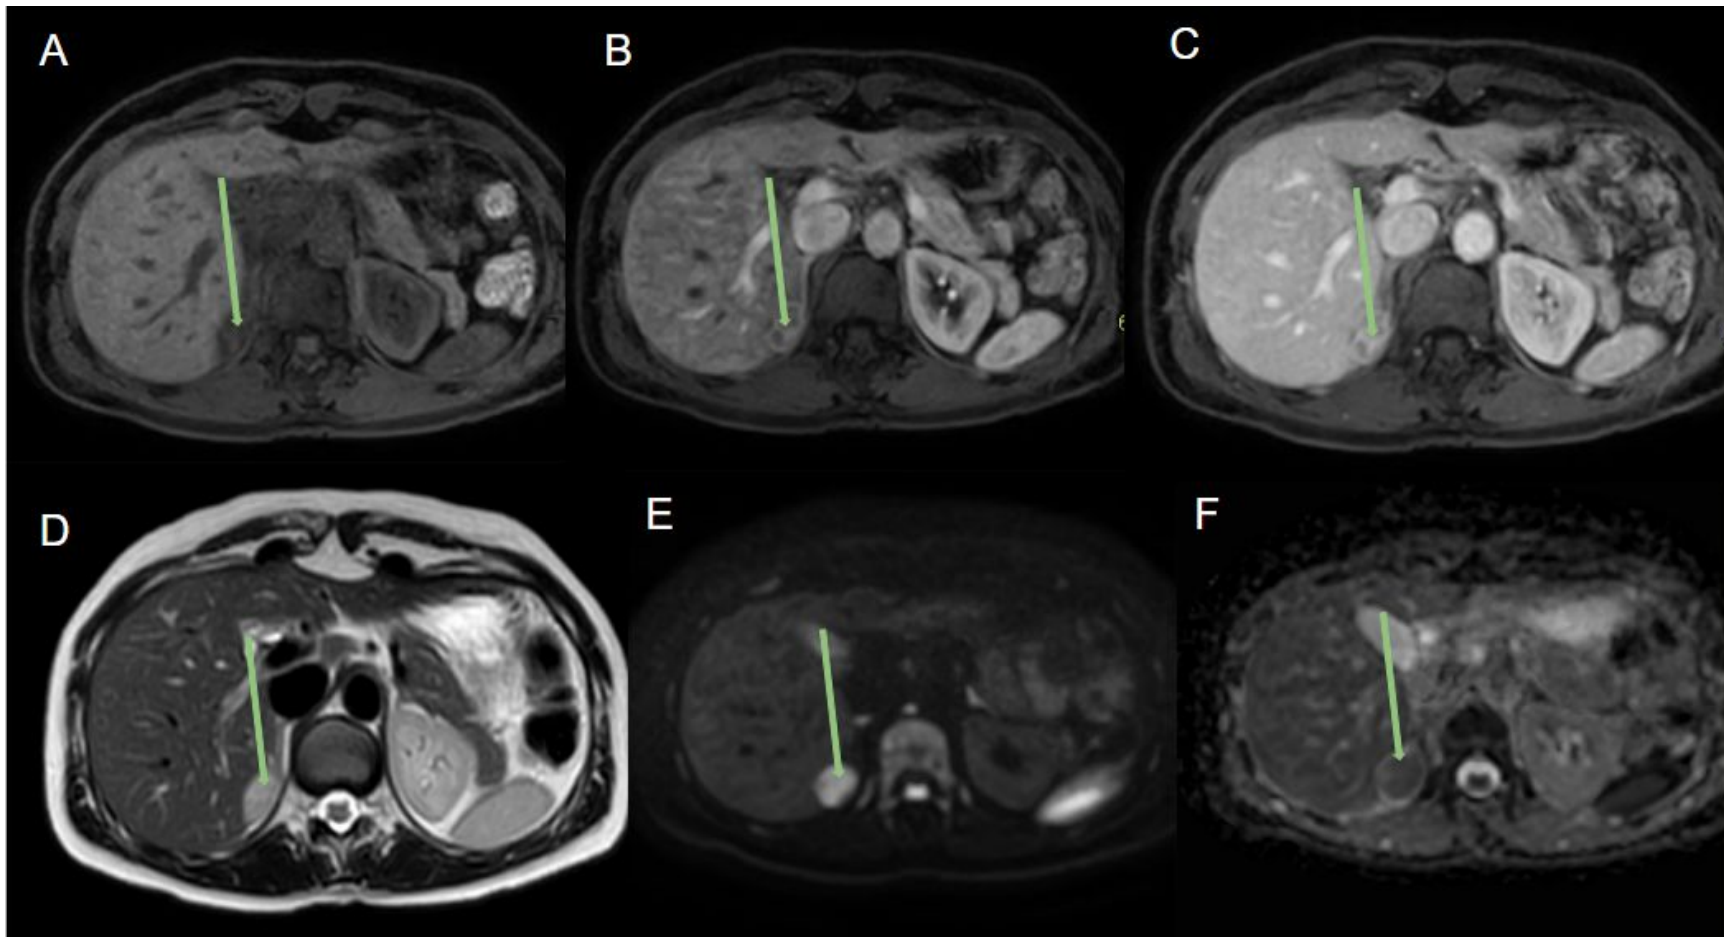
Misma paciente. Las imágenes de RM axiales sin contraste (A) y con contraste (B, C) ponderadas en T1 con supresión de grasa, axiales ponderadas en T2 (D), axiales DWI (E) y mapa ADC (F) muestran un nódulo en el espacio de Morrison adyacente a glándula suprarrenal derecha (flecha verde) con señal T2 intermedia, restricción a la difusión y realce de contraste progresivo.
